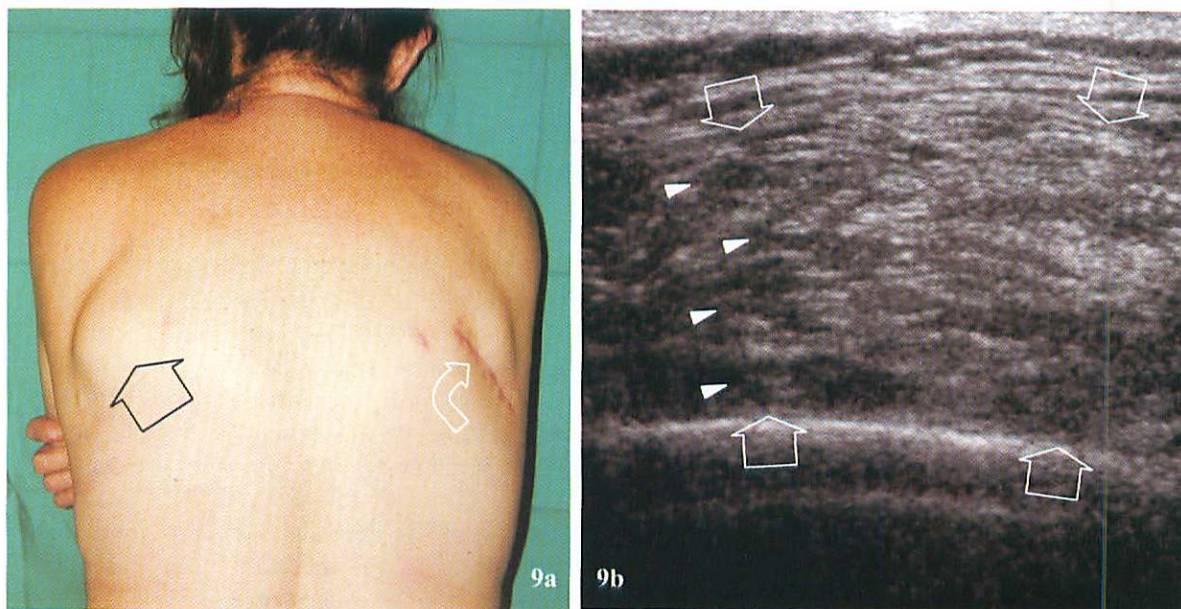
Elastofibrome dorsal. Femme d'âge moyen présentant une masse para-scapulaire gauche (flèche droite) causant un enraidissement et un ressaut de l'omoplate. La patiente a déjà subi la résection (flèche incurvée) d'un élastofibrome de l'hémithorax droit. Coupe échographique 12-5MHz montrant la masse para-scapulaire (flèches) présentant un aspect strié typique dû à un ensemble de bandes hypoéchogènes graisseuses (pointes de flèche) incorporées dans un fond hyperéchogène de tissu fibro-élastique.
